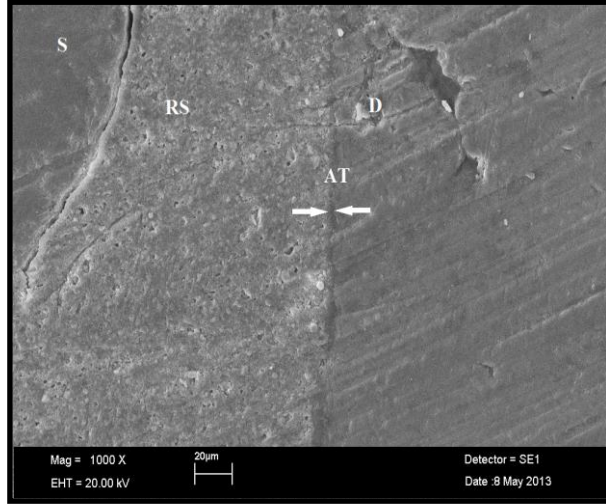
Panavia F-Ultrason grubunun resin siman-dentin ara yüzünün SEM görüntüsü ( x 2000 büyütme). Ok işaretleri dentindeki demineralize sahaları ve resinin dentine kısmi infiltrasyonunu göstermektedir. (RS: Rezin siman, D: Dentin)
